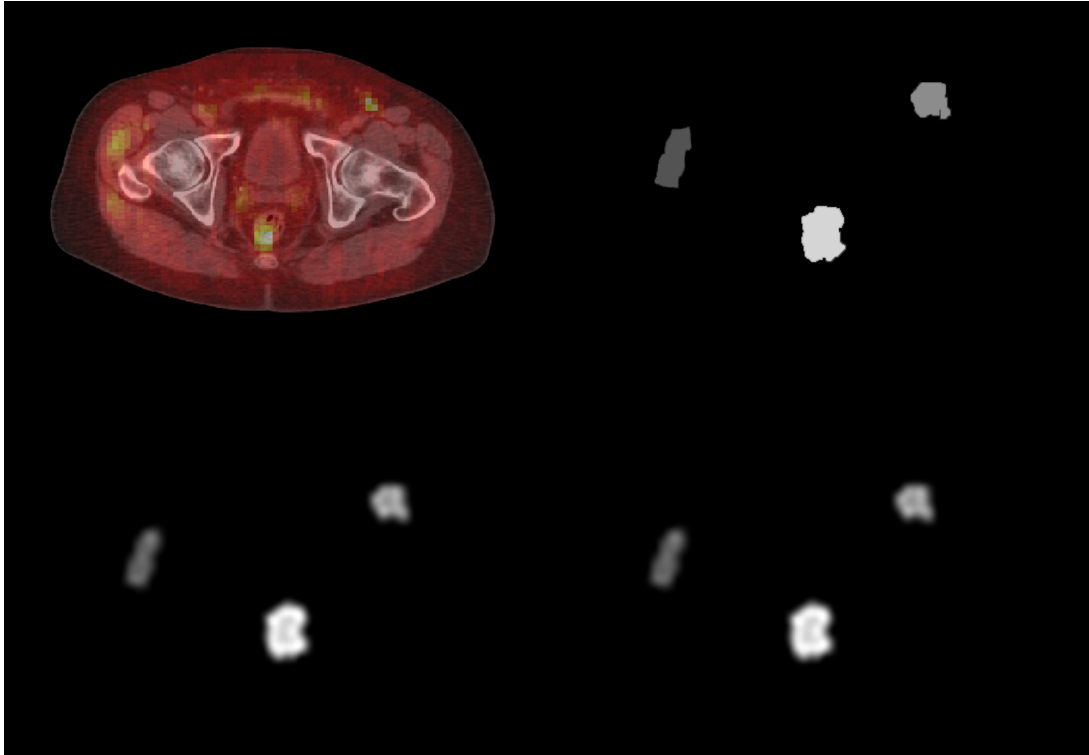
Distribuciones de actividad simuladas de PET-Colina. Arriba a la izquierda, se muestra la fusión de imágenes PET/CT del paciente, adquirida en FUESMEN. A la derecha, la distribución de Colina segmentada por SUV. Abajo, distribuciones simuladas de [C-11]Colina y [F-18]Colina de la distribución *input*. Nuevamente, las imágenes *output* fueron segmentadas mediante delineación manual para ser comparadas con la imagen *input* de distribución de actividad.
